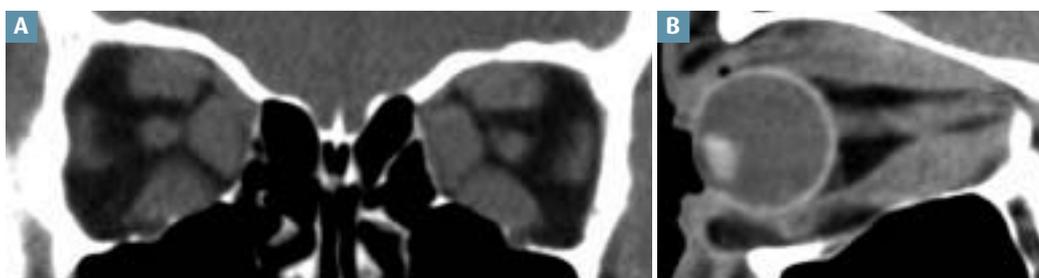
Maladie de Basedow. TDM, coupe coronale. A : Hypertrophie bilatérale des muscles droits médiaux, supérieurs et inférieurs. TDM, coupe sagittale. B : Hypertrophie du corps musculaire du muscle droit inférieur avec respect de son insertion tendineuse antérieure.
